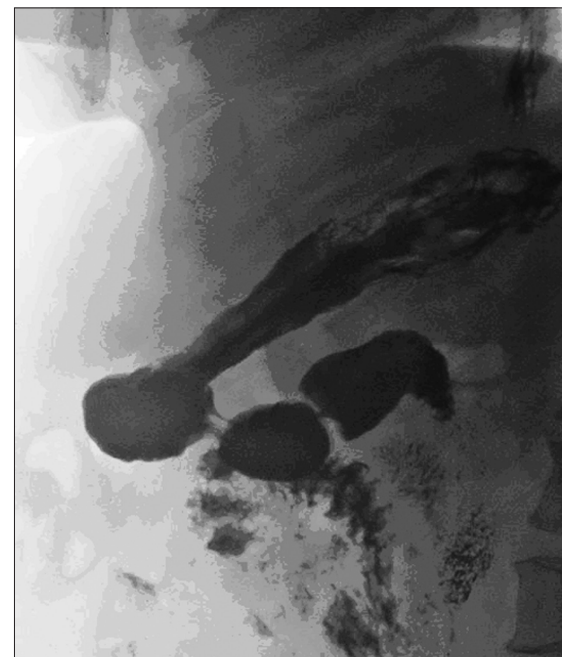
Рентгенограмма в горизонтальном положении пациента на правом боку к приемнику рентгеновского излучения. Фаза пневморельефа проксимального отдела желудка
